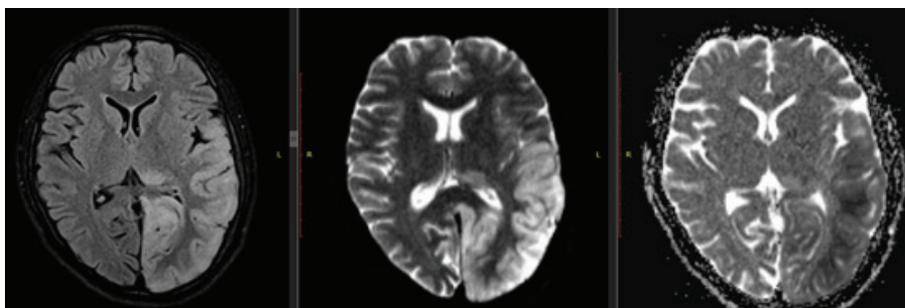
МРТ головного мозга пациентки N. от 05.04.2019
